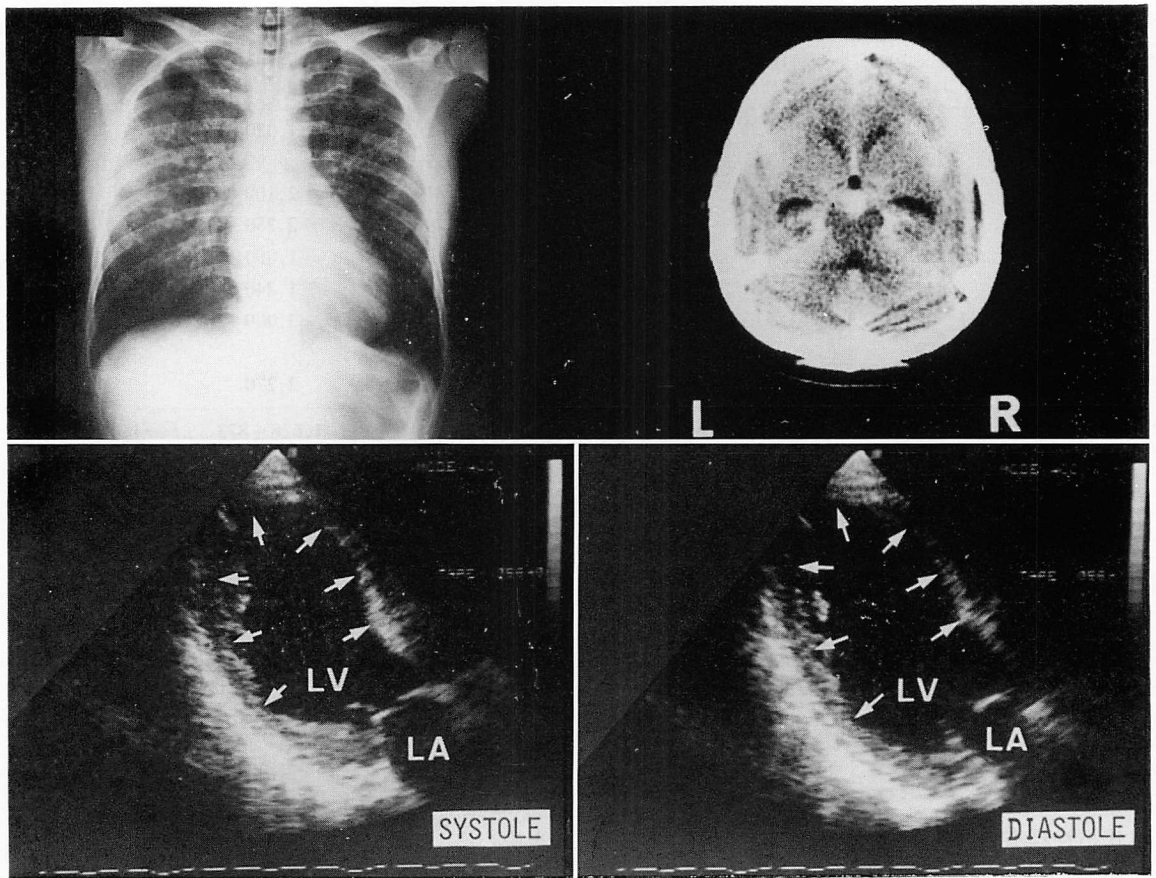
Chest radiograph, computerized tomogram of the brain and 2-D echocardiograms (apical 2-chamber view) at admission (Case 1).
